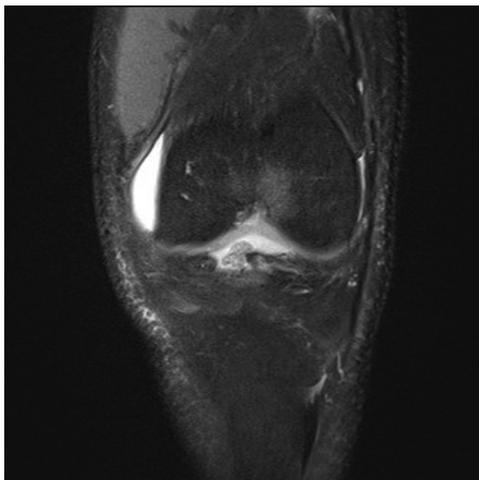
Corte coronal de RM de control.
